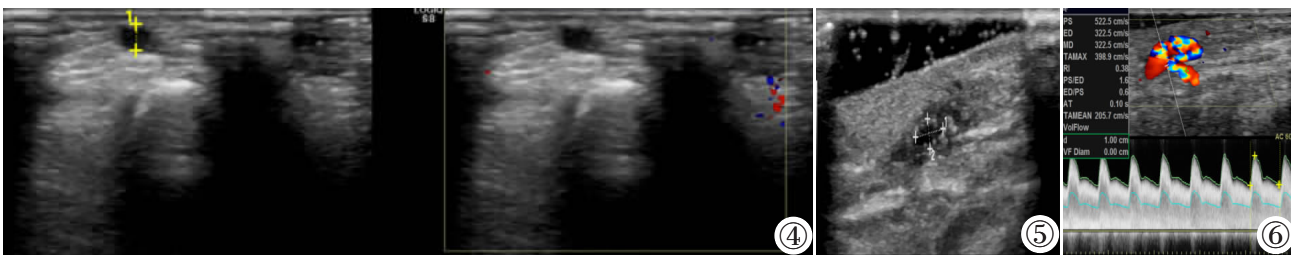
~6 男,49 岁,慢性肾脏病(糖尿病肾病)5 期。图 4:术前二维及彩图超声显示双上肢动静脉未见明显异常;图 5:术后 4 月,二维可见瘘口内膜增生,管腔狭窄;图 6:彩色频谱显示内瘘口及头静脉狭窄,内瘘流量减少。
